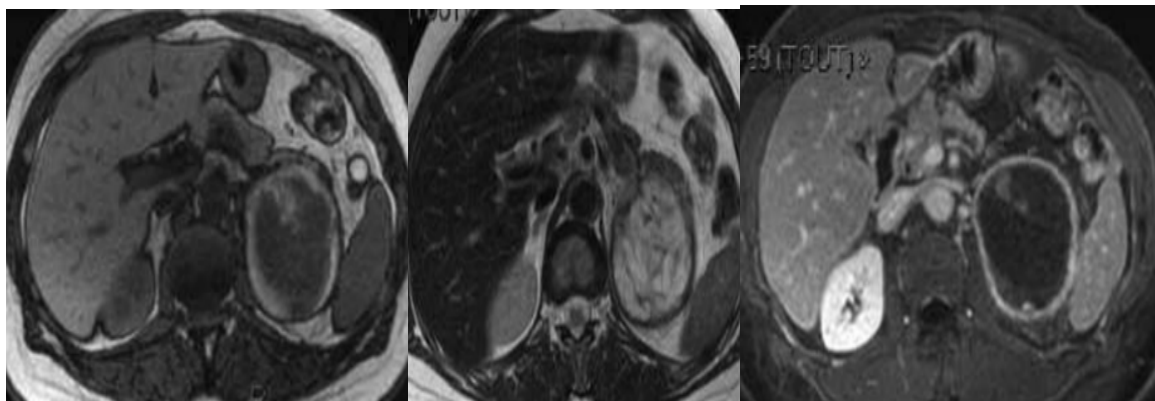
Corticosurréalome gauche. IRM : séquence T1 (a), T2 (b) et avec injection (c) : masse volumineuse hétérogène, comportant une paroi qui s'imprègne de contraste. a Séquence en T1 : nécrose hémorragique. b Séquence en T2 : zones de nécrose. c Séquence après IV : la paroi s'imprègne de contraste
